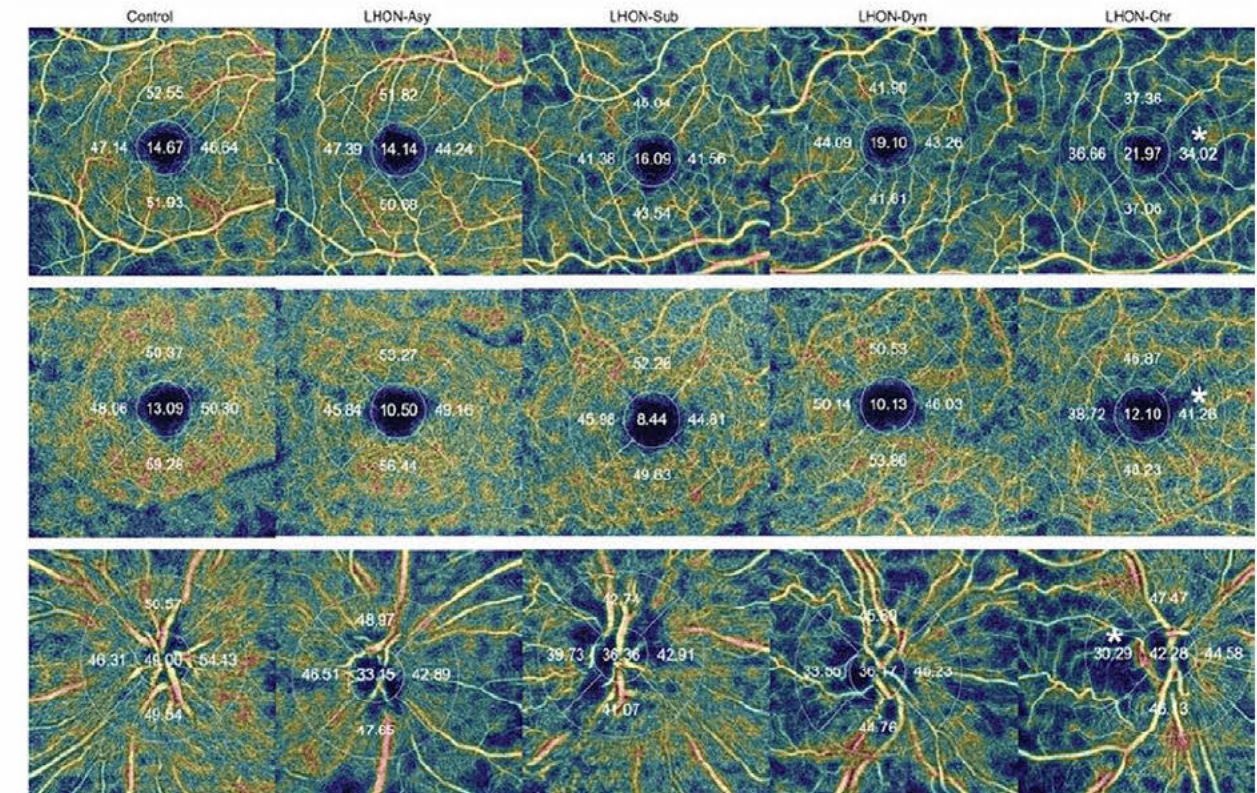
Example of vessel density (VD) maps (analysed by swept source optical coherence tomography angiography) in the different groups. Asy asymptomatic stage, Chr chronic stage; Dyn dynamic stage, LHON Leber hereditary optic neuropathy, Sub subacute stage. (Top) Macular superficial capillary plexus. (Middle) Macular deep capillary plexus. (Bottom) Disc and circumpapillary radial peripapillary capillary plexus. There is a general reduction in VD as the disease progresses. In sectors representing the papillomacular bundle, the reduction ends up being more profound in the circumpapillary region than in the macula (asterisks).
